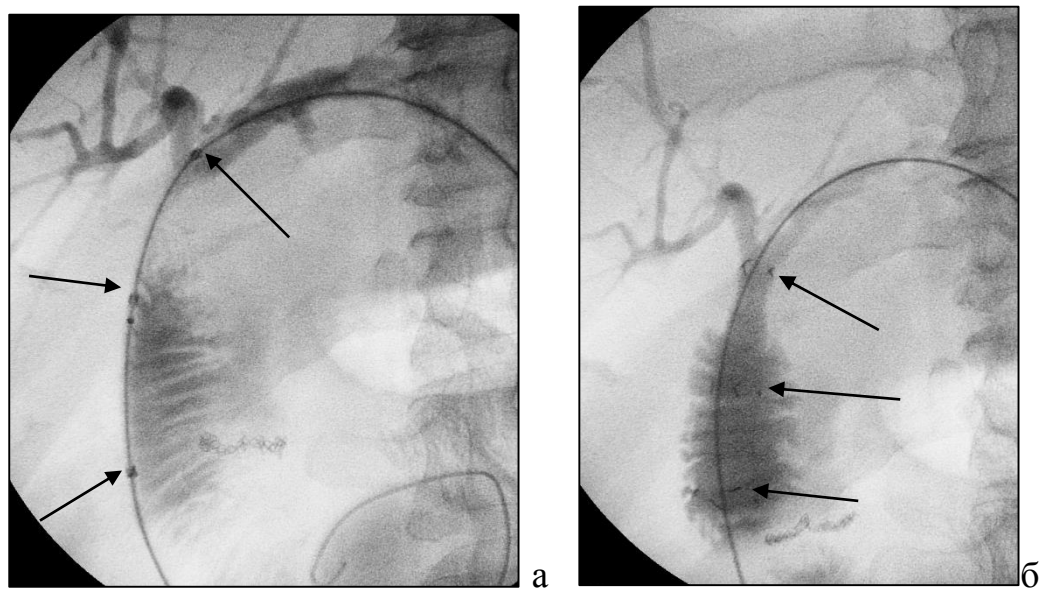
Рентгенограммы этапов установки стента: а – стент в доставочном устройстве, б – стент полностью высвобожден. Стрелками показаны рентгеноконтрастные метки по краям и в середине стента.
